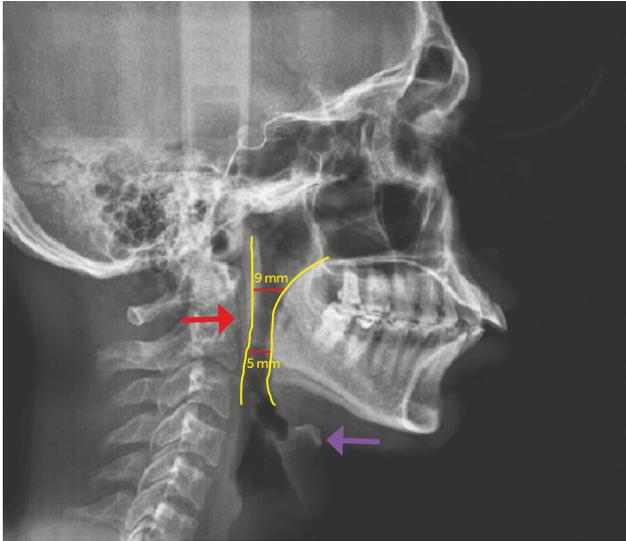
Fernröntgen-Seitenbild mit oberem Luftweg und Hyoidposition (Quelle: modifiziert nach Saveetha dental college, Swathi et al.¹³)
